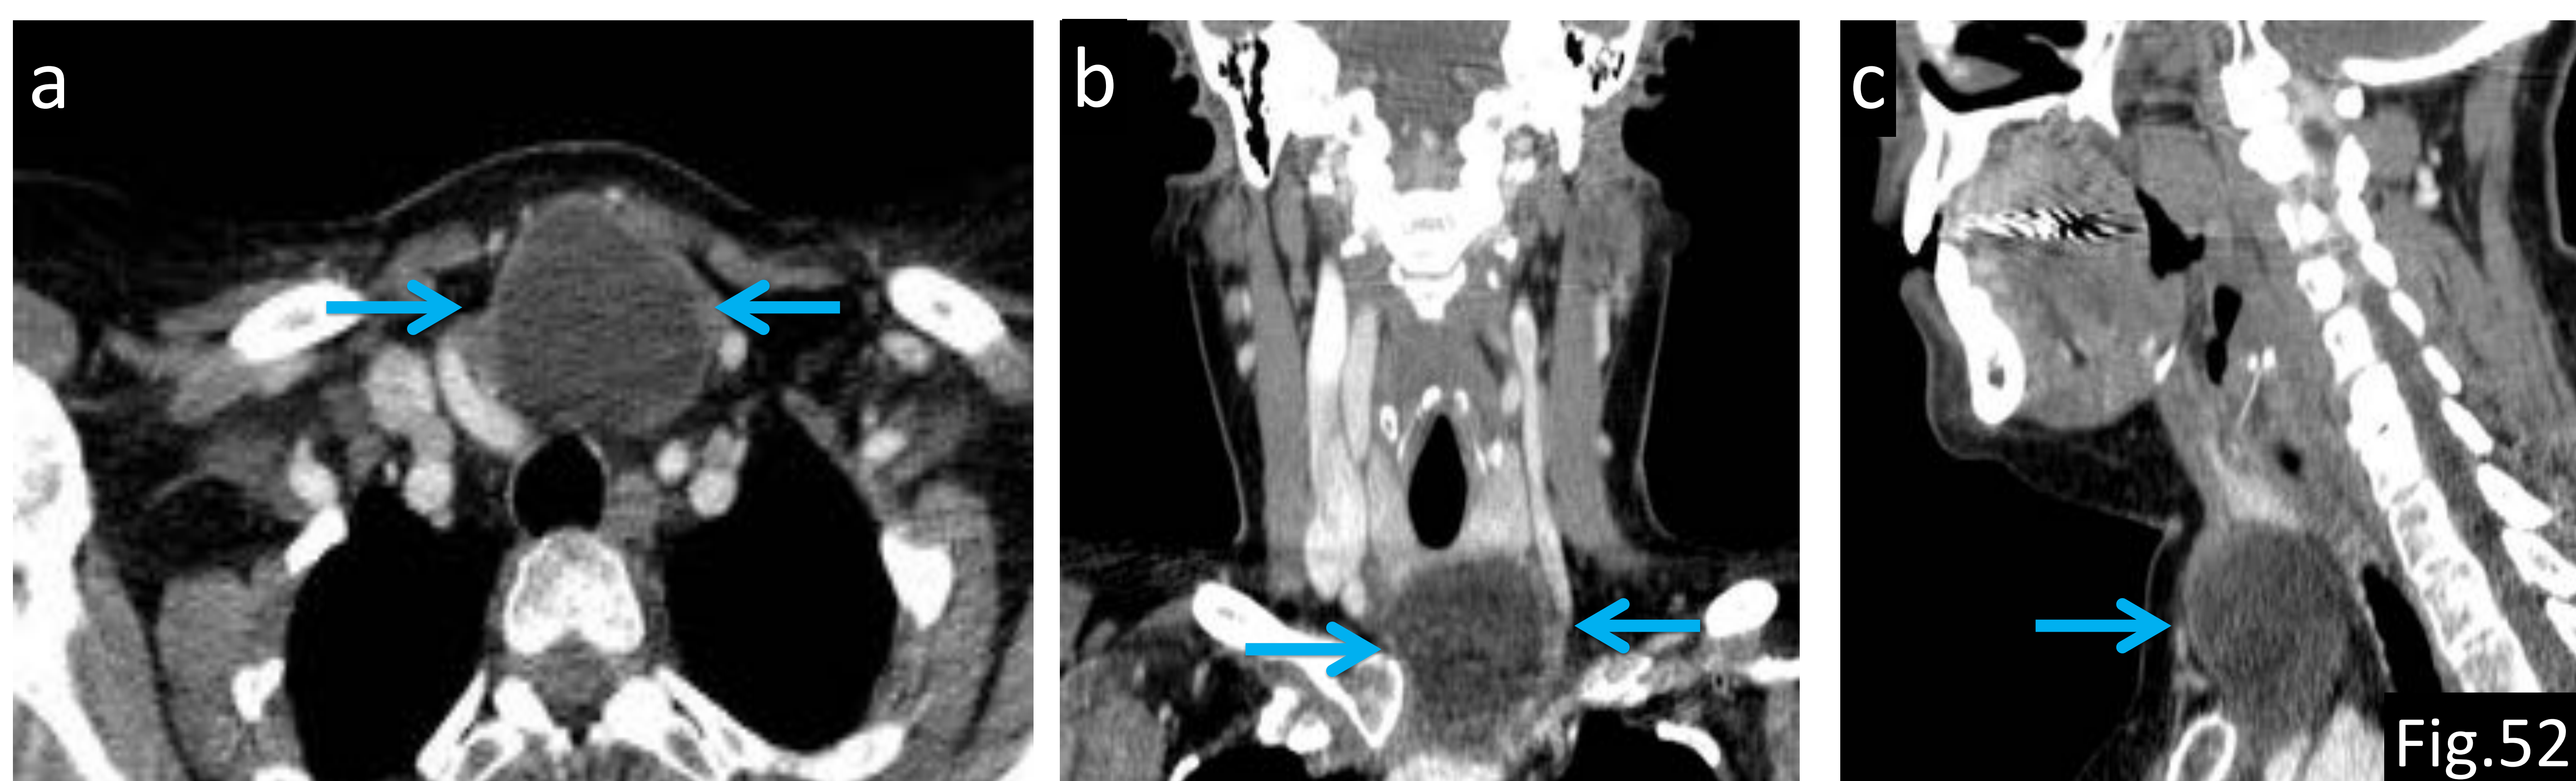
Adenopatía necrótica metastásica en un paciente de 40 años con carcinoma de células escamosas (flecha en TC axial con CIV).
